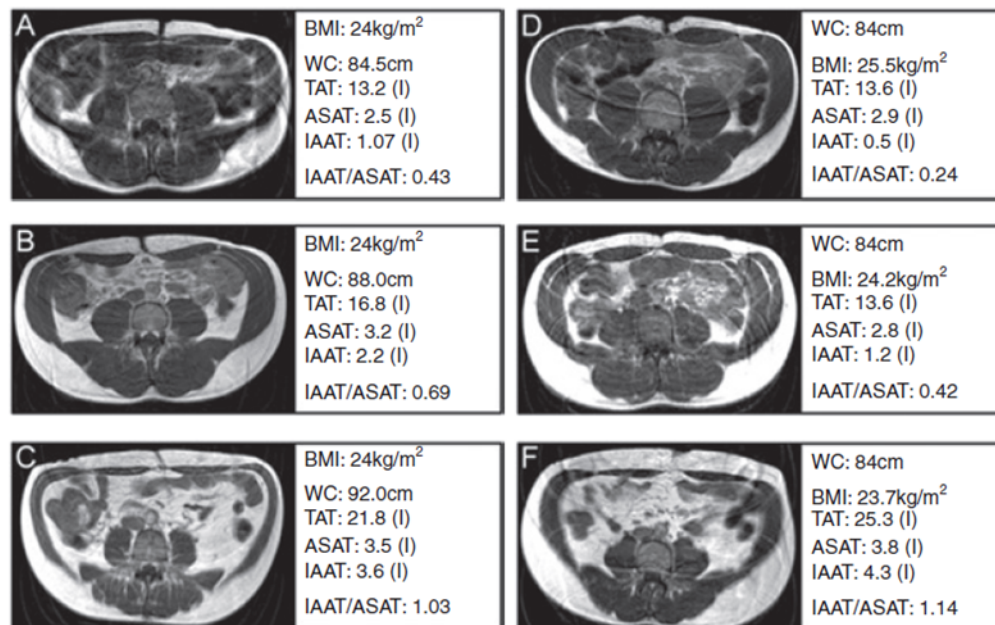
MRT-Querschnittsscann von unterschiedlichen Frauen mit gleichem BMI (A-C) oder mit gleichem WC (D-F), jedoch unterschiedlichen viszeralen Fettmassen (Thomas, et al., 2011) TAT: total adipose tissue (liters); ASAT: subcutaneous abdominal adipose tissue; IAAT: intra-abdominal adipose tissue
